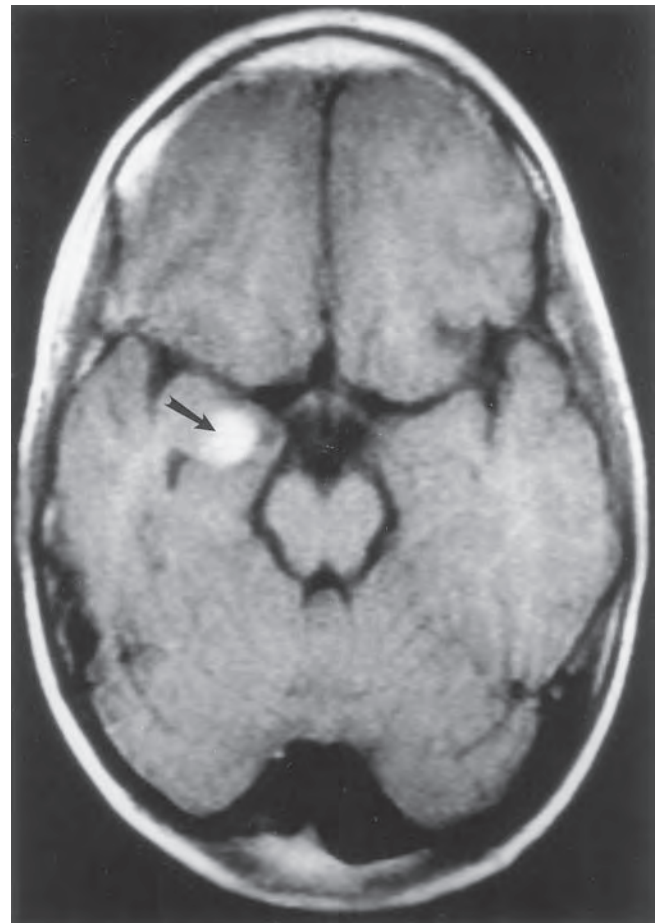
Imagen de resonancia magnética en fase T1 del cerebro con reforzamiento de gadolinio que muestra una lesión realzada (tumor) (flecha) en el lóbulo temporal.
